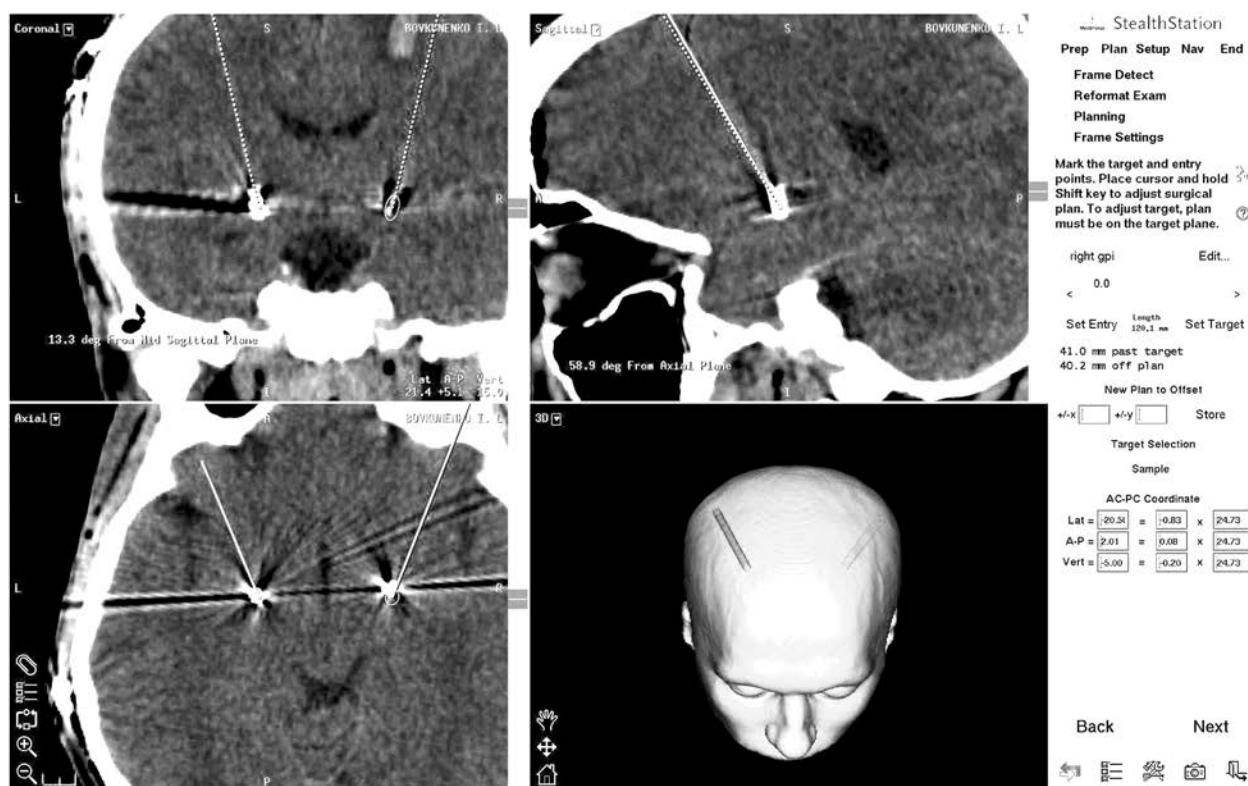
КТ хворого Б. наступного дня після операції. Внутрішньомозкові електроди розміщені в субталамічних ядрах з обох боків
